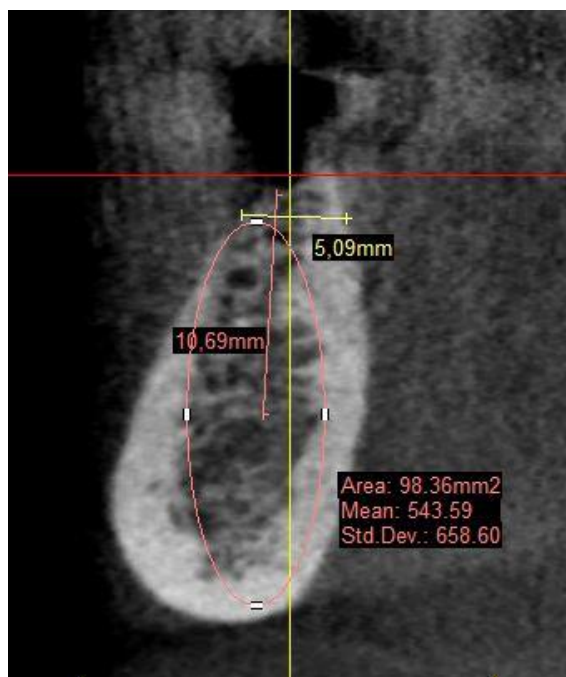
Зріз КТ бокового відділу нижньої щелепи в ділянці зуба 46 пацієнта В., 61 рік, медична картка стоматологічного № 21. Етап планування дентальної імплантації – вимірювання ширини та висоти альвеолярної частини в ділянці імплантації та щільності кісткової тканини.
